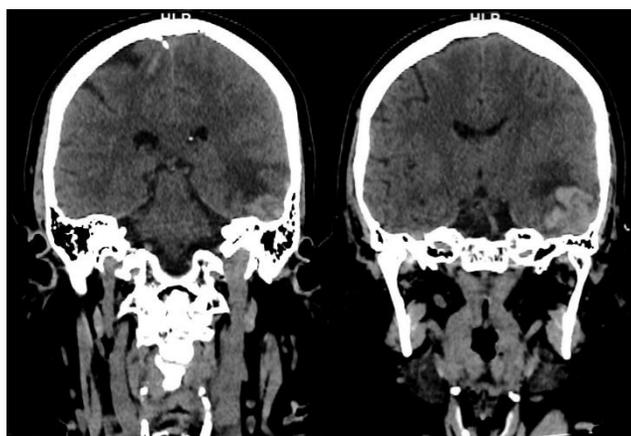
Hallazgos de la Tomografía de Cráneo de M.C. Tomada el 10/03/2020. 1) Hemorragia intraparenquimatosa a nivel temporal izquierdo asociado a edema perilesional que colapsa parcialmente el receso temporal izquierdo. 2) Hemorragia parenquimatosa nodular a nivel del giro frontal inferior izquierdo. 3) Hemorragia subaracnoidea a nivel del giro pre central derecho, parietal izquierdo y tentorio. 4) Resto del parénquima cerebral con adecuada diferenciación de sustancia gris y blanca. 5) Resto del Sistema Ventricular, cisternas de la base y espacio aracnoideo de amplitud y densidad conservada. 6) Fracturas de la pared lateral del seno maxilar, pared lateral de la órbita, del arco cigomático, lineal no desplazada sin cambios. 7) Resto sin cambios significativos con respecto al estudio previo (Sic. Expediente).
